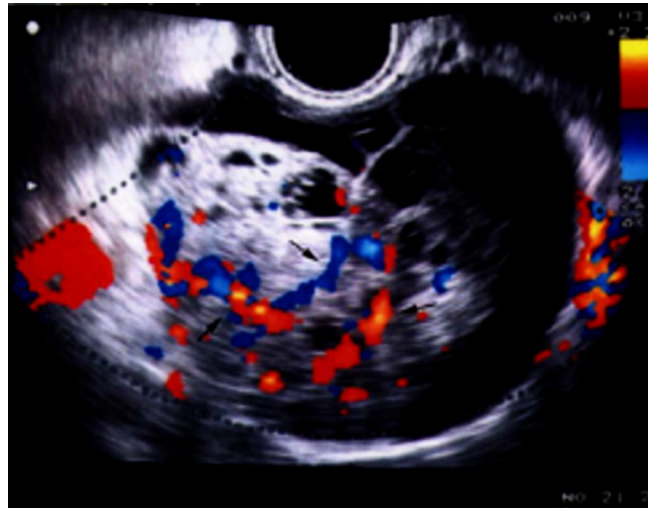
Echo doppler montrant des végétations intrakystiques hypervasculaires [48]
